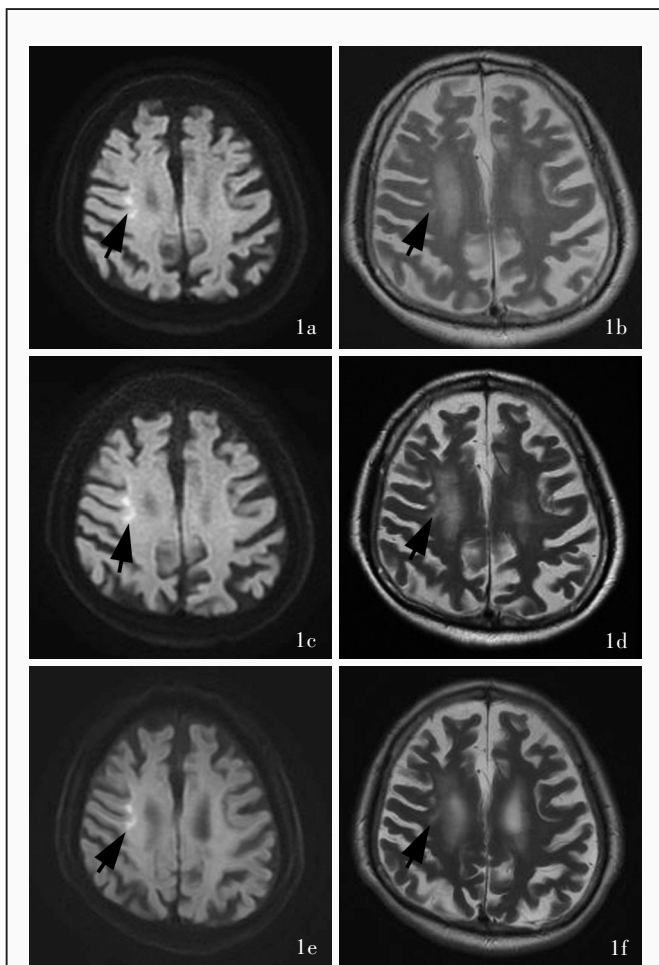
头部MRI显示,右侧额顶叶皮髓质交界区高信号影(箭头所示),3次入院所见基本相同 1a 横断面DWI(2019年11月5日) 1b 横断面T₂WI(2019年11月5日) 1c 横断面DWI(2021年2月4日) 1d 横断面T₂WI(2021年2月4日) 1e 横断面DWI(此次入院:2021年7月26日) 1f 横断面T₂WI(此次入院:2021年7月26日)
